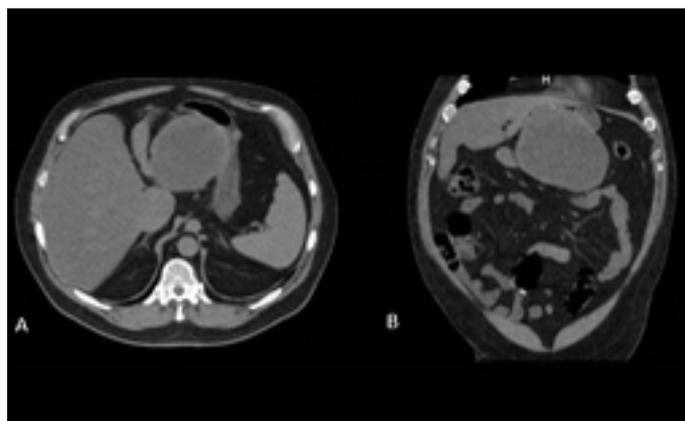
Tomografía computada. A corte axial. B corte coronal. Tumor de 17 cm sobre curvatura gástrica menor.
